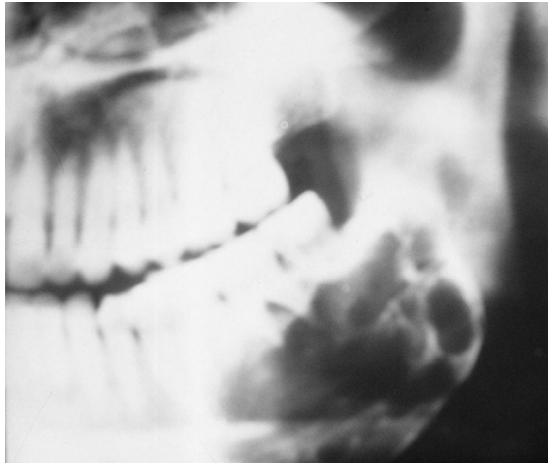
Ameloblastoma Radiografía que muestra apariencia multilocular "pompas de jabón".
